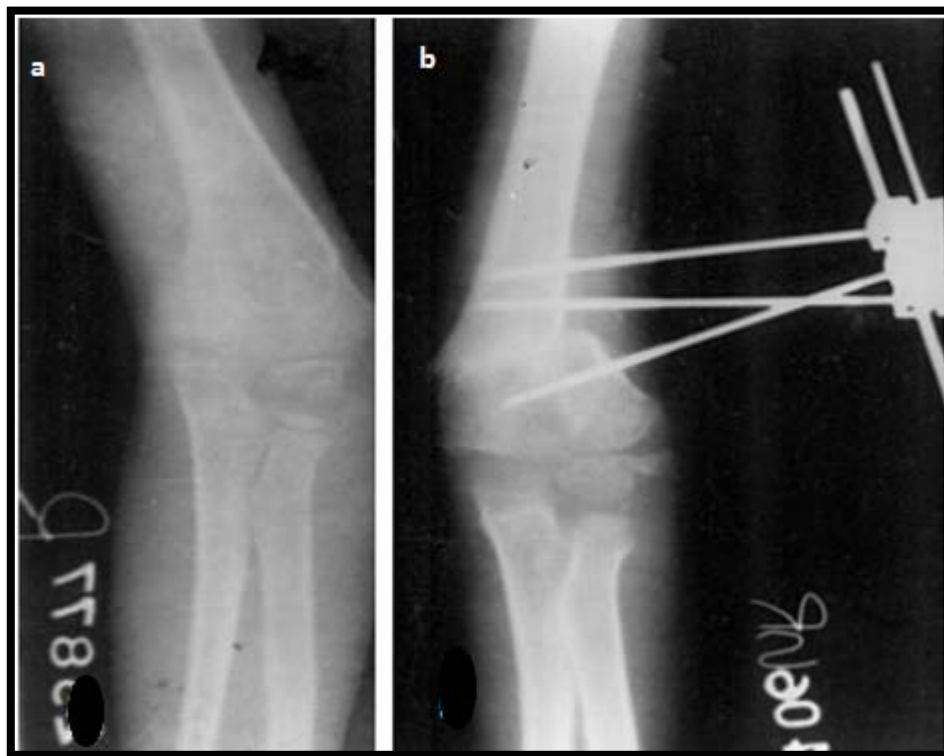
radiographie du coude face montrant la déformation en varus
